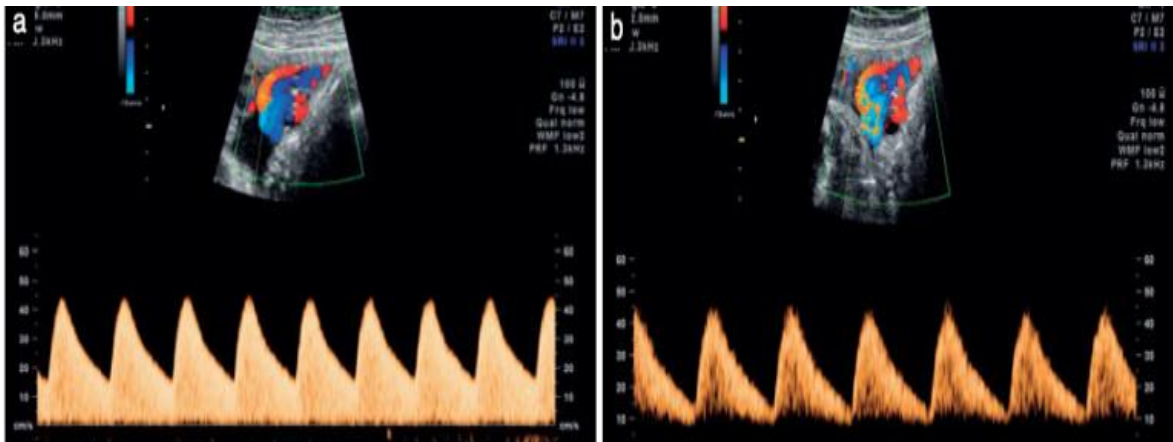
Doppler da artéria umbilical (a- fluxo normal, b- fluxo anormal) (ISUOG, 2013)
